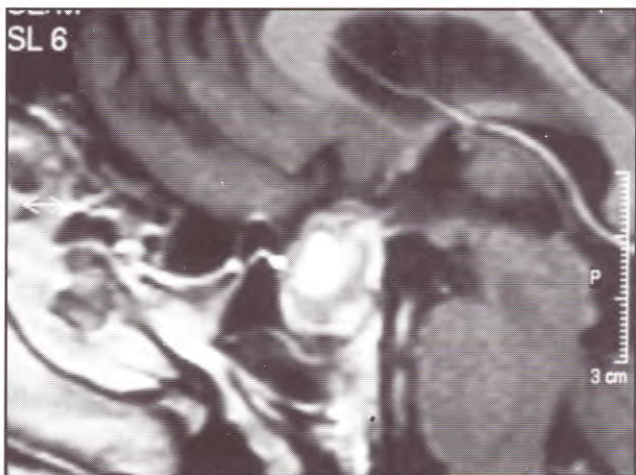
Caso 1: IRM en la que se observa tumor con intensidad heterogénea compatible con sangrado.
